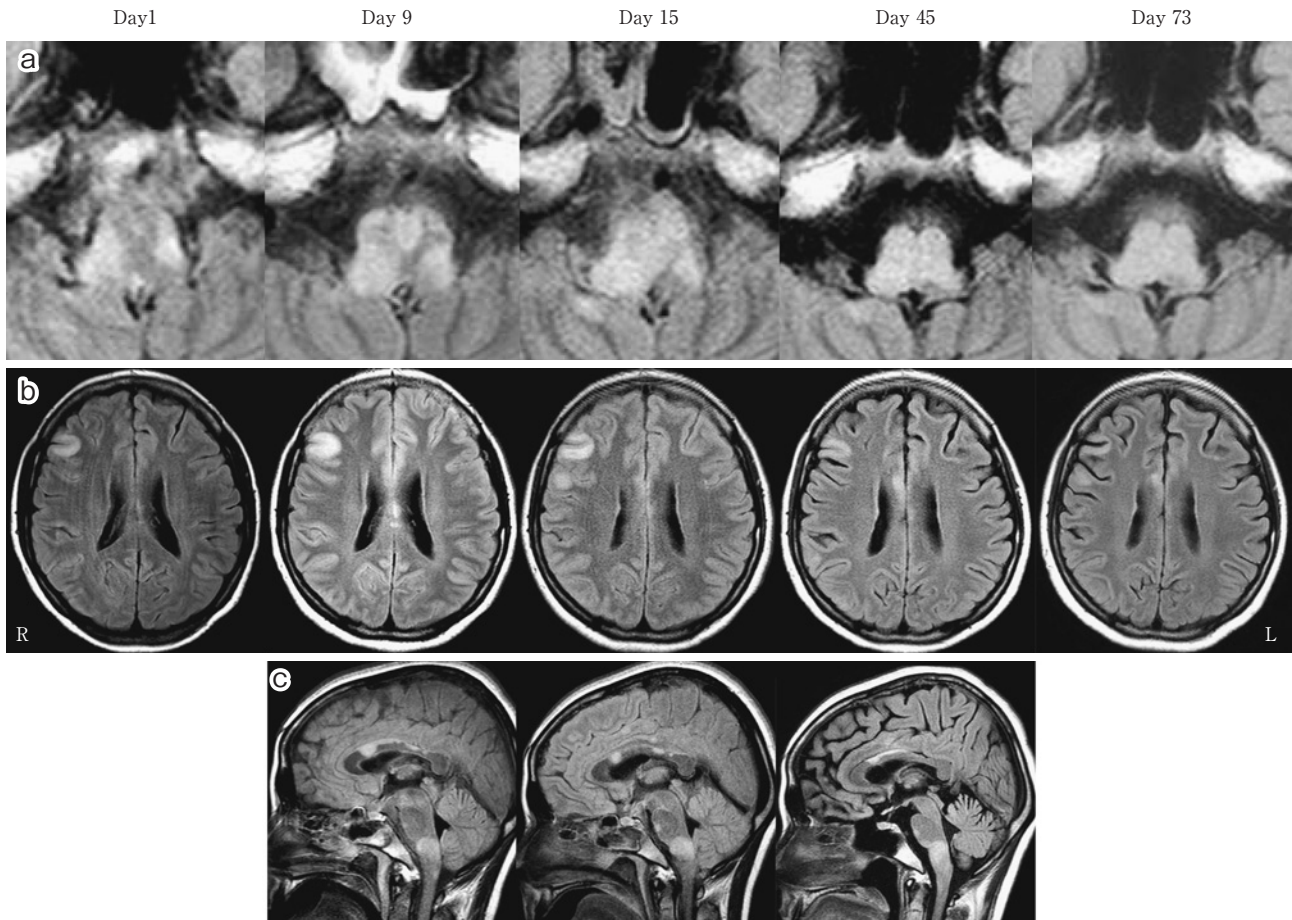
Changes in brain MRI findings after admission.
